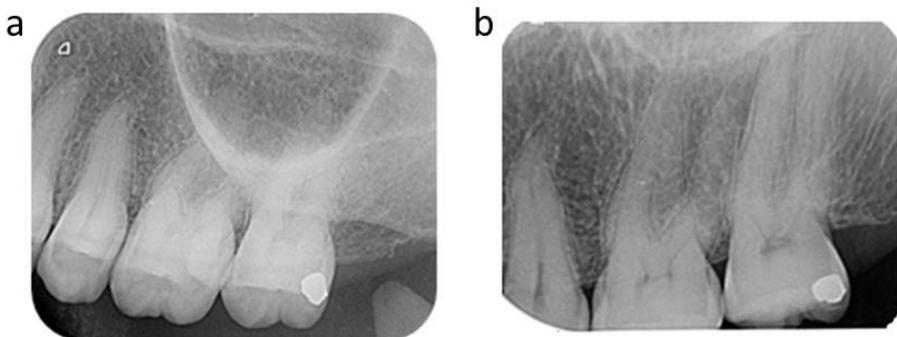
a) radiografia periapical dos molares superiores com sobreposição do processo zigomático da maxila sobre o ápice das raízes b) radiografia pela técnica Le Master. (Imagem dos autores)
